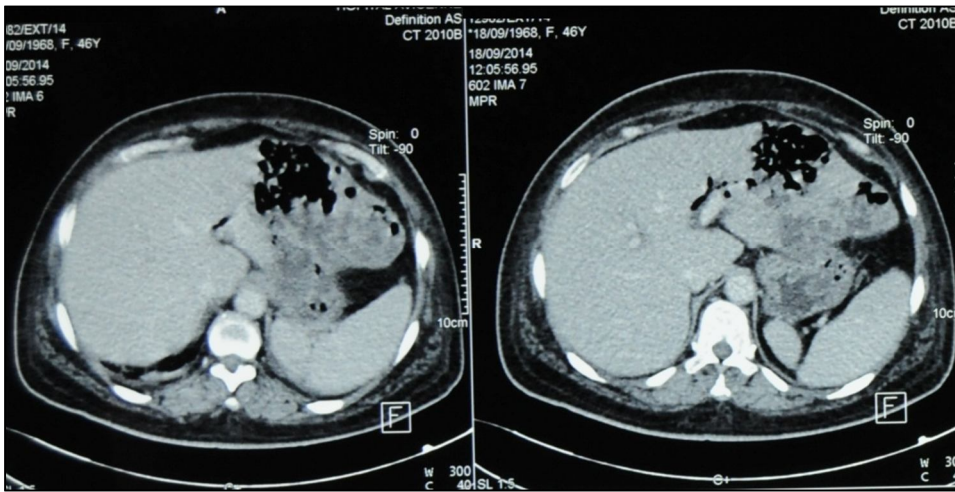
TDM abdominale: Dilatation des VBIH et la VBP en amont d'un obstacle du bas cholédoque non individualisable.
